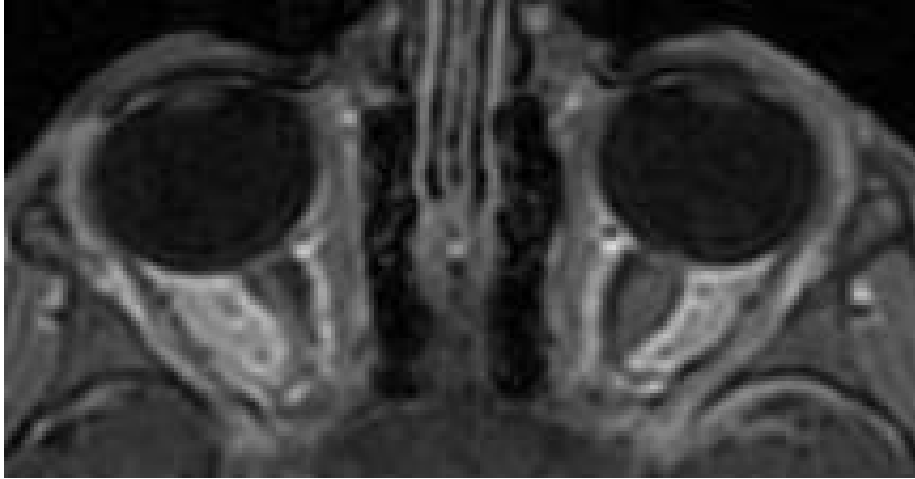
Glioma de nervio óptico izquierdo. Resonancia magnética orbitaria en secuencia T1. Se observa engrosamiento fusiforme del nervio.
